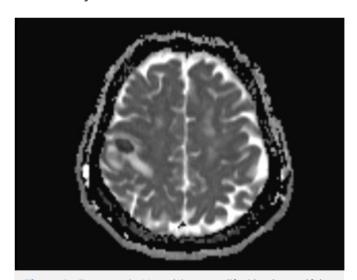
Resonancia Magnética con difusión de encéfalo del 25/5/2024
